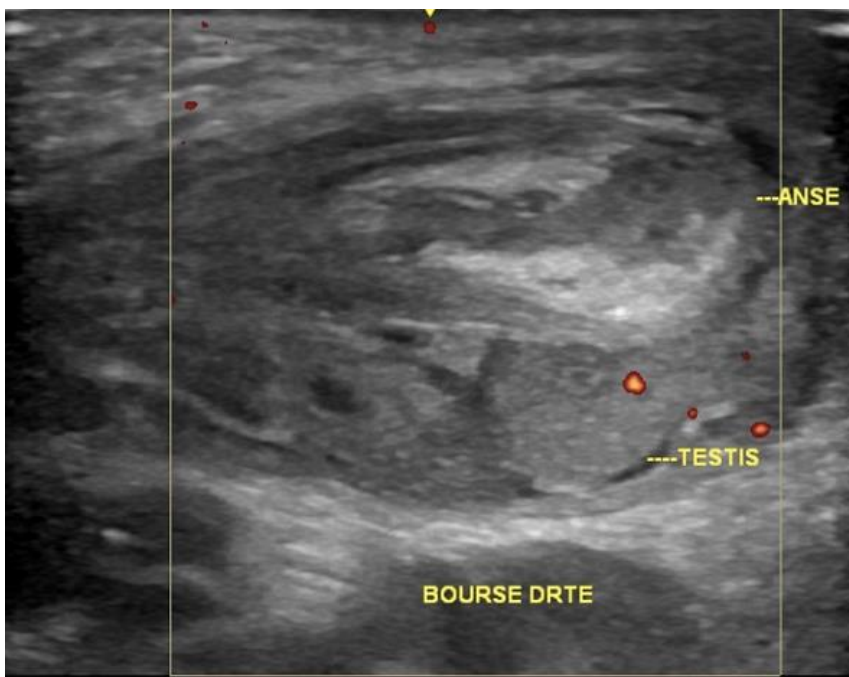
anses herniées avasculaires au Doppler couleur
